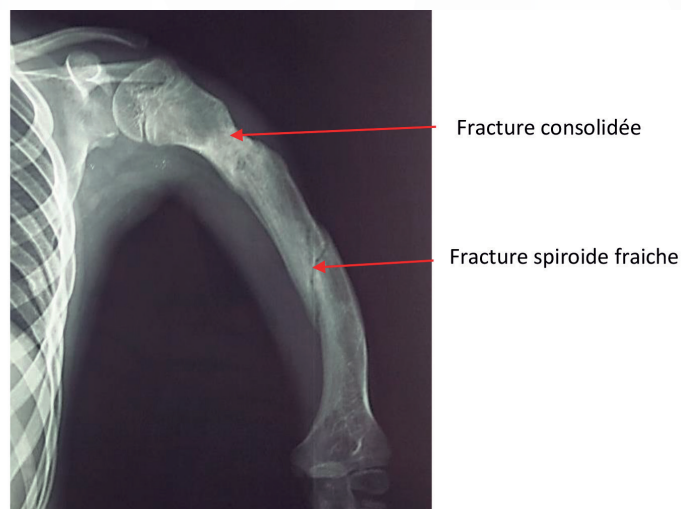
Radiographie d'un humérus siège de fractures d'âges différents. [Collection personnelle]
